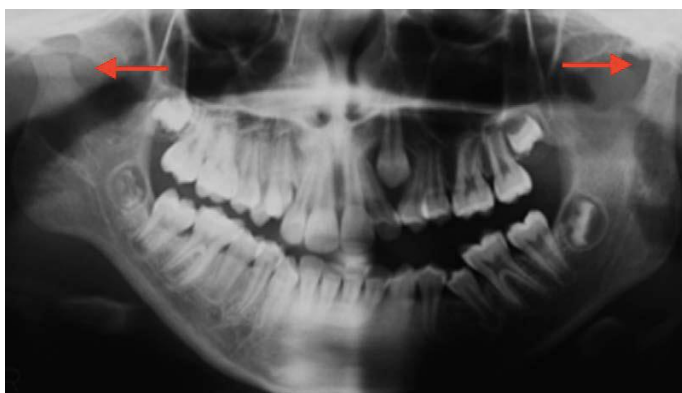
Asymétrie des condyles mandibulaires sur radiographie panoramique (23)
